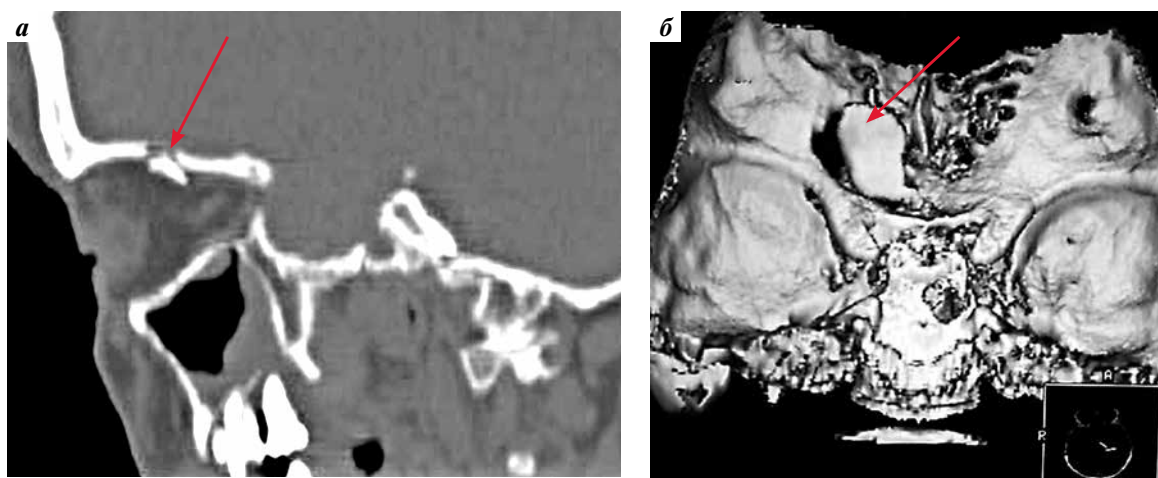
Дооперационная компьютерная томография. Переломы верхней стенки глазницы с интраорбитальным (а) и интракраниальным (б) смещением отломка (указано стрелкой)
